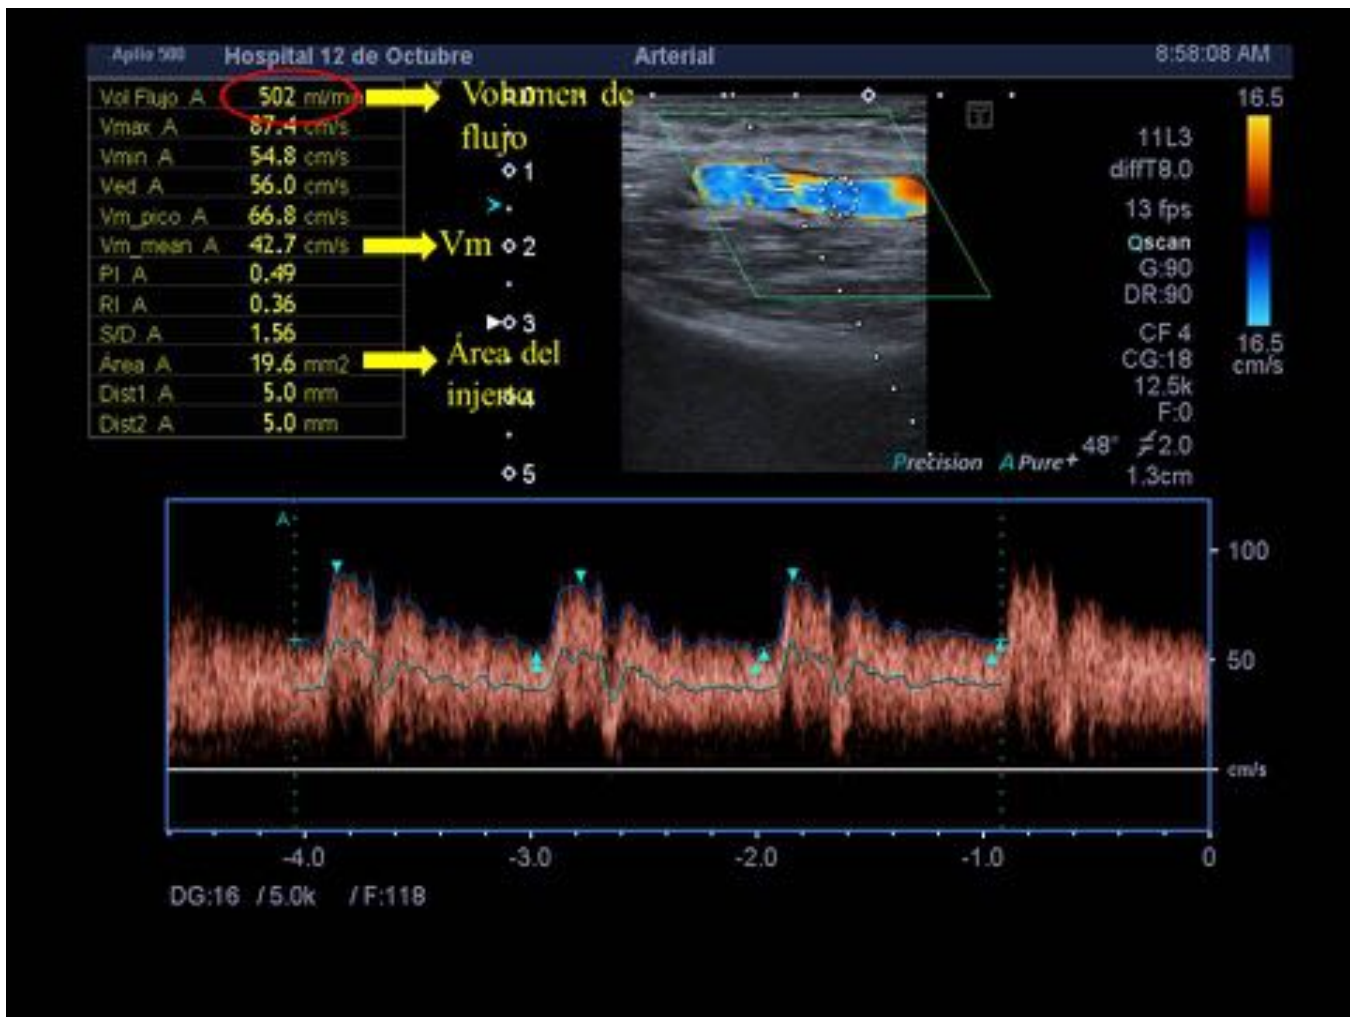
Medición del flujo con ecografía Doppler en injerto protésico. El área del injerto es de 19.6 mm², mientras que la Vm es de 42.7 cm/s, por lo que, según la ecuación, el volumen de flujo del acceso es de 502 ml/min (en el límite de la normalidad).
